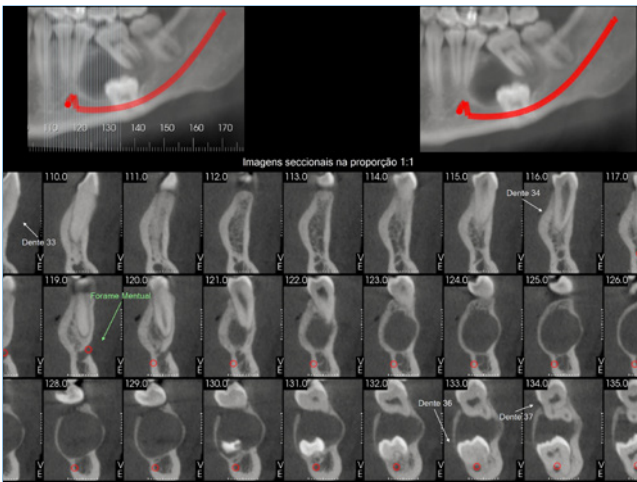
Tomografia cone beam.
